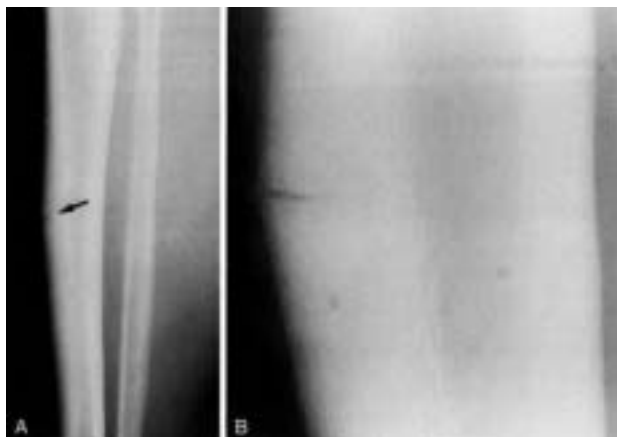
Fratura de estresse em radiografia simples⁽¹⁰⁾.
